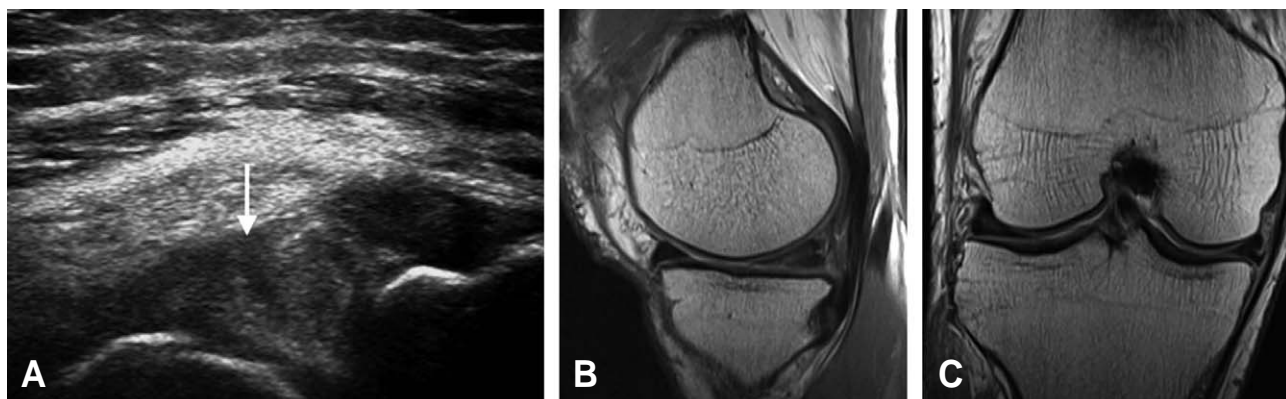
Ultrasonography shows cleavage (arrow) of medial meniscus (A). However, MRI shows only grade II degeneration of medial meniscus (B, C).
